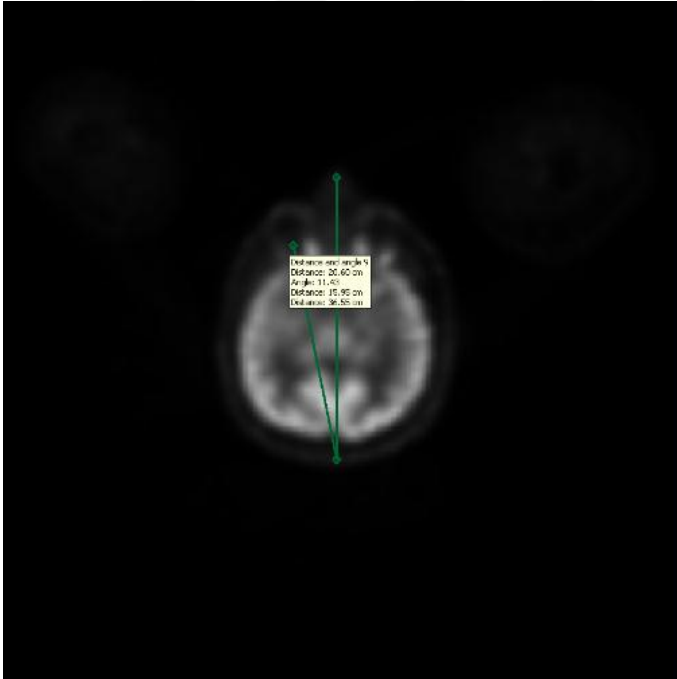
‘*Landmark*’ yöntemiyle yapılan füzyonda, BT görüntüsünde sol rotasyonun ölçümü
